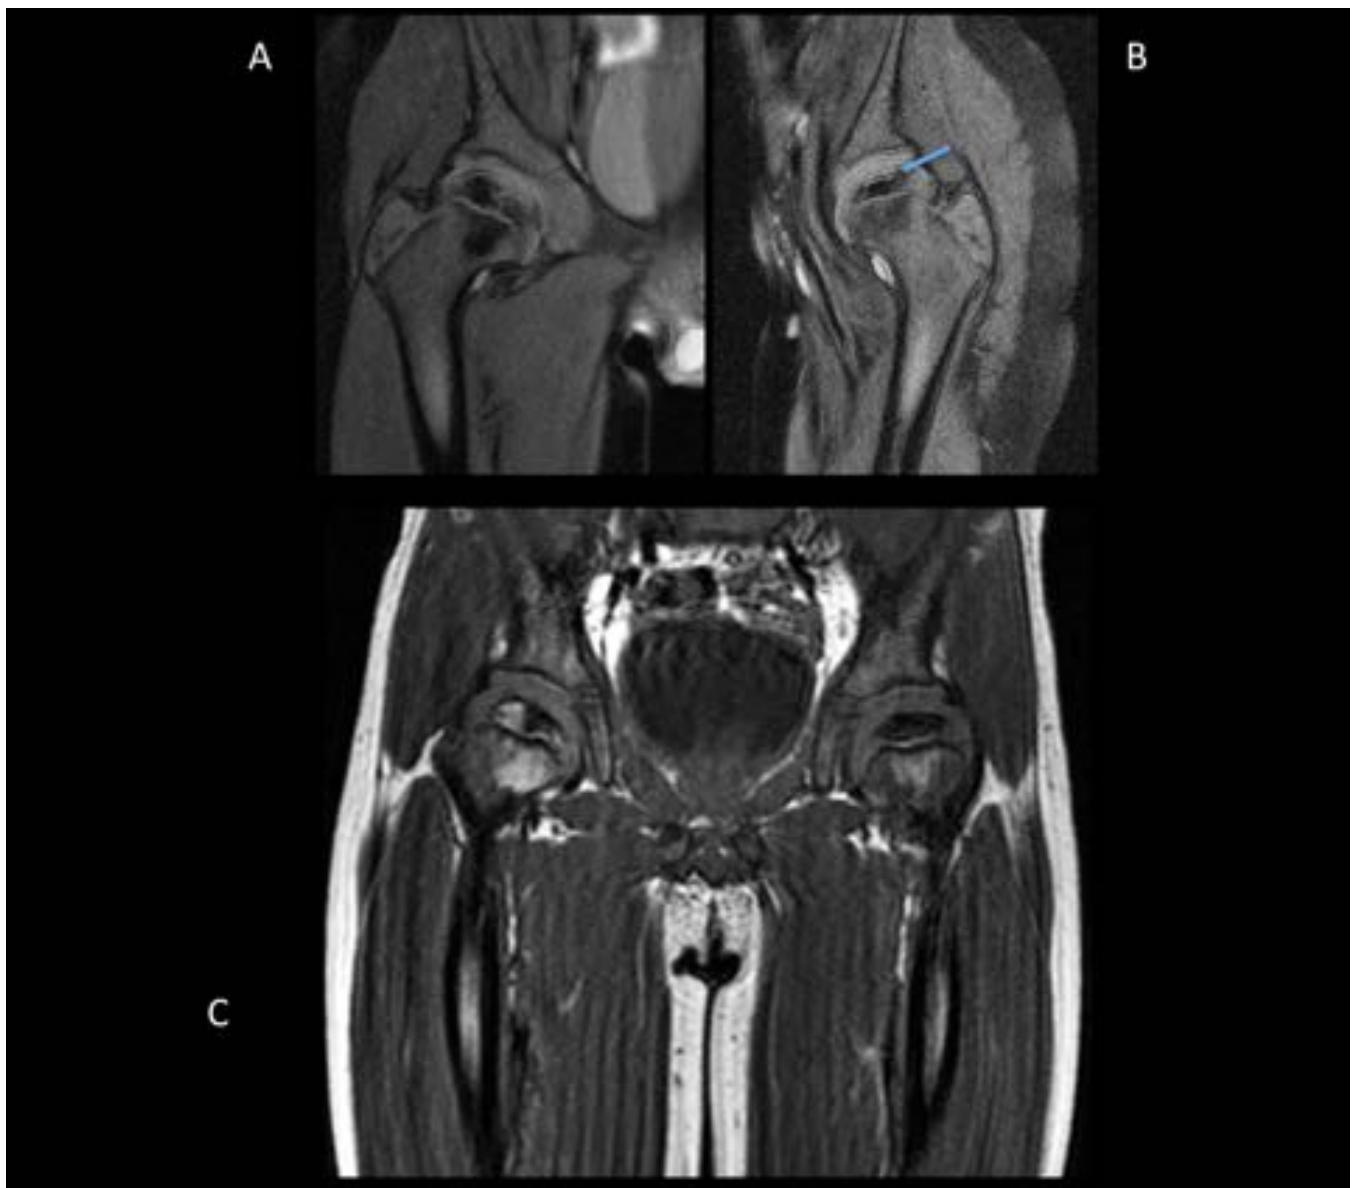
Perthes bilateral en fase de revascularización/repación en cadera dcha y fractura subcondral izda. A y B. RM Coronal DP FS: Ambas epífisis aplanadas y con señal heterogénea, más llamativa en el lado izdo. Discreto ensanchamiento de cuellos femorales. Amplia fractura subcondral en epífisis (flecha azul) con leve colapso. En secuencia dinámica (no mostrada) el realce rápido de algunas zonas de epífisis sugerían tejido de revascularización. C. Coronal SE T1: epífisis aplanadas y heterogéneas.
